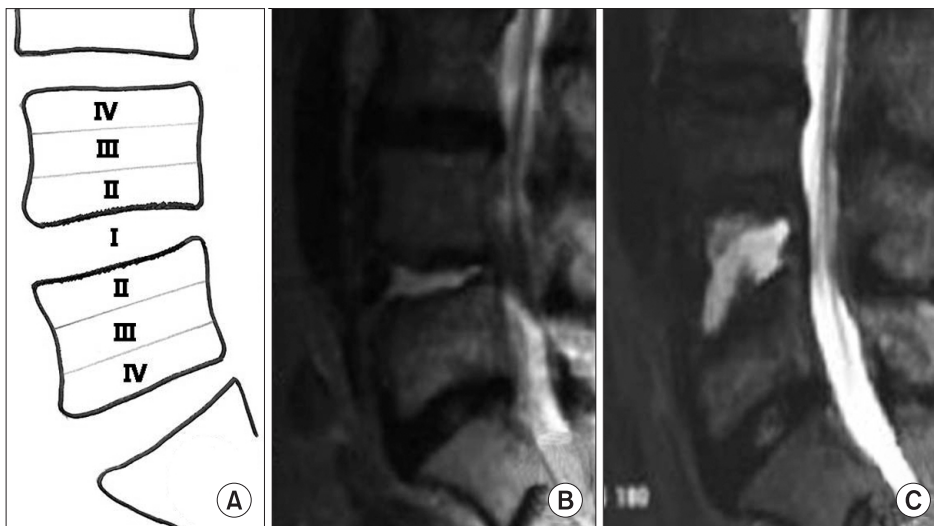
(A) The author's grading of destruction in the vertebral body was made according to the extent of destruction. The MRI images show grade I (B) and II (C) destruction of the body.
